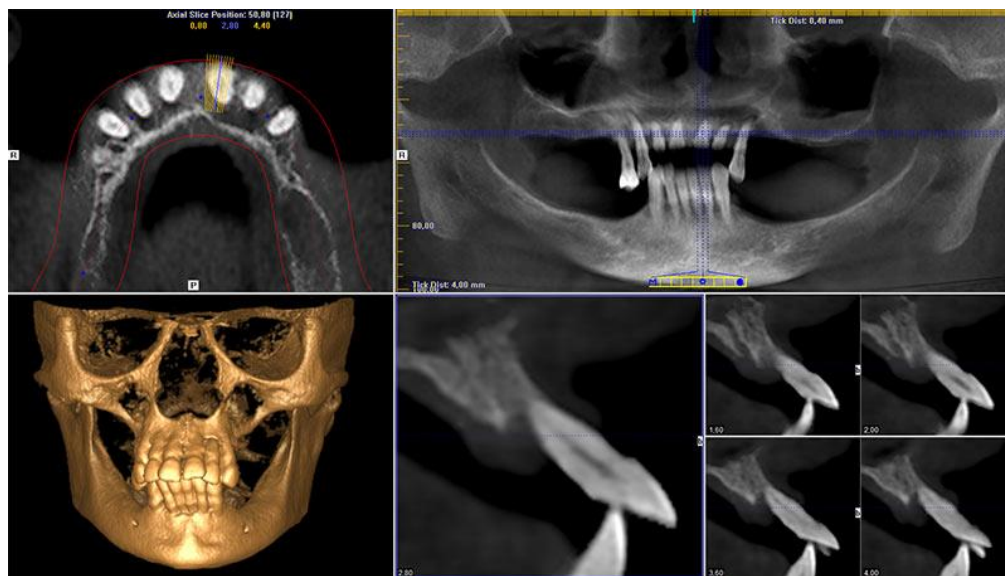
Tomografía computarizada.
